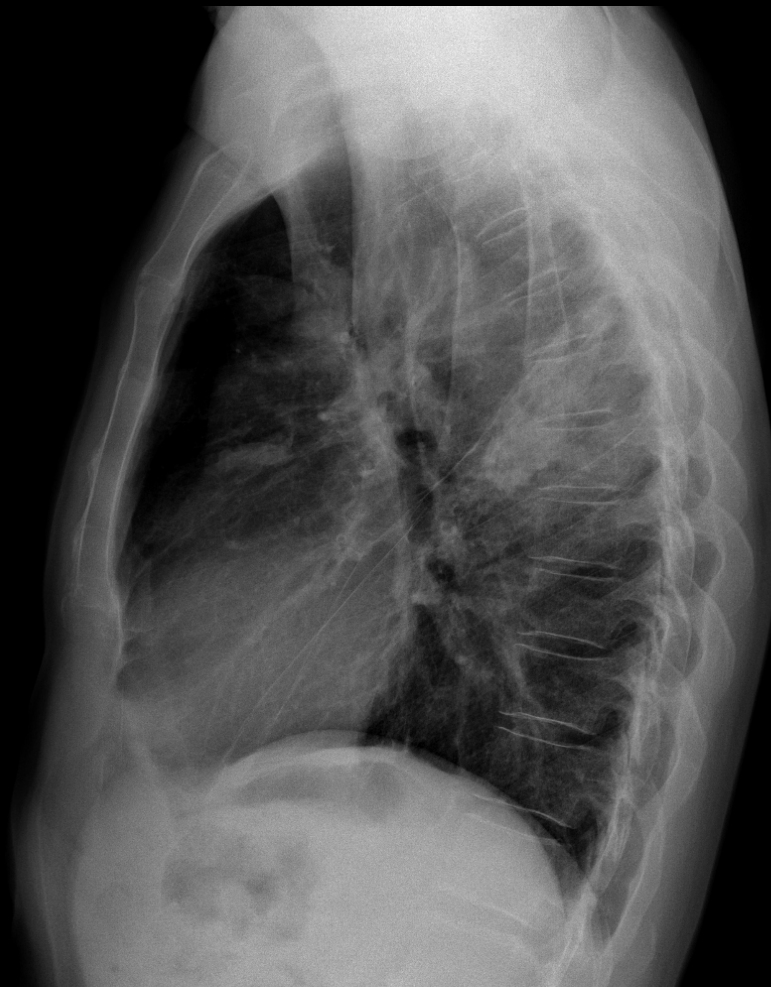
Radiografías PA y L de tórax.
